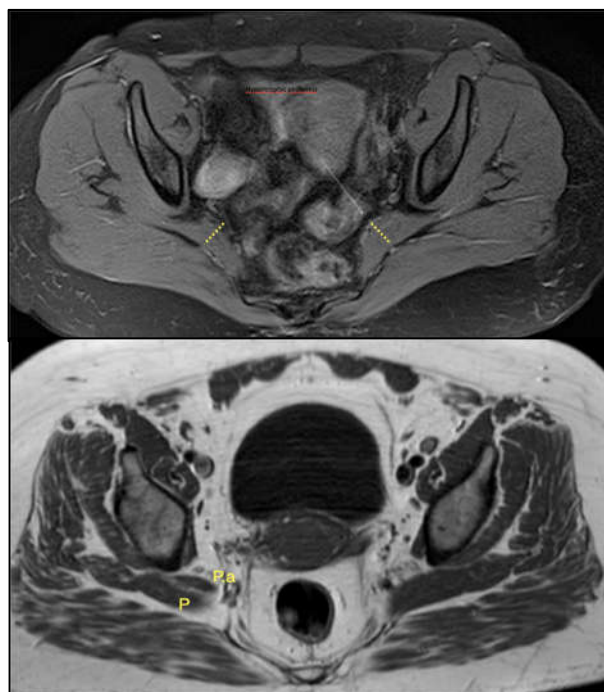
Corte axial de RMN de cadera donde se puede observar en línea amarilla el grosor del músculo piramidal (más ancho el izquierdo), hipertrofico por sobreuso.
